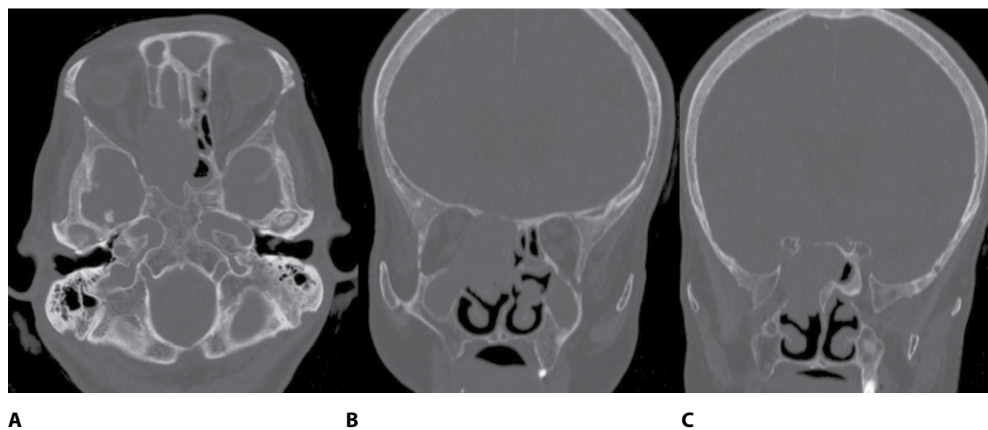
CT SCAN showing posterior ethmoid homogenous mucocoele encroaching orbital apex and extending to the nasal cavity axial View (A). Mass Effect causing Thinning and dehiscence of the medial orbital wall and optic nerve as shown in the coronal views (B, C)
